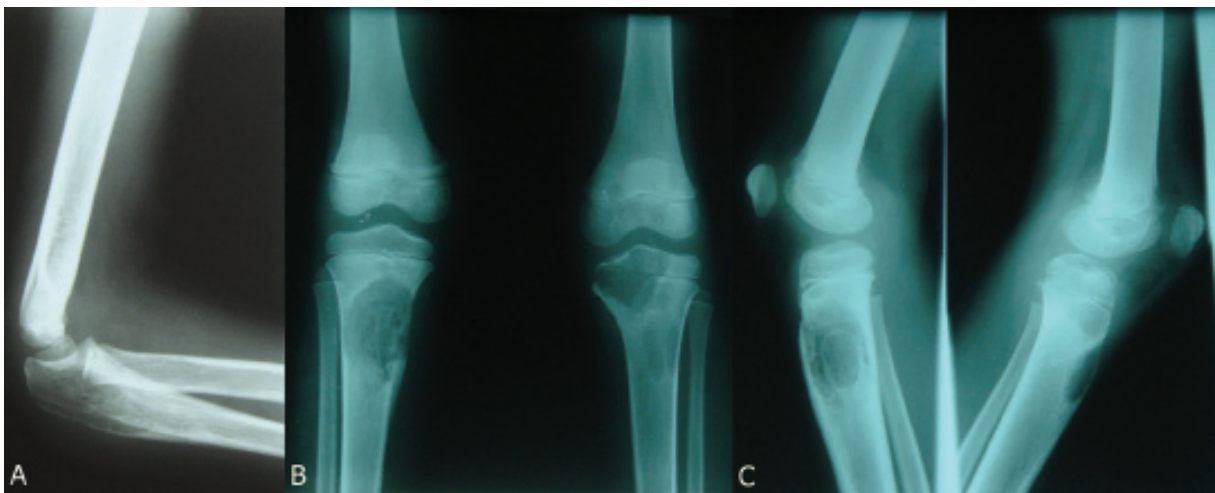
Radiographie du coude gauche (de profil) : ostéolyse prenant la quasi-totalité de l'olécrâne gauche avec réaction uni lamellaire postérieure à l'admission en janvier 2010.
